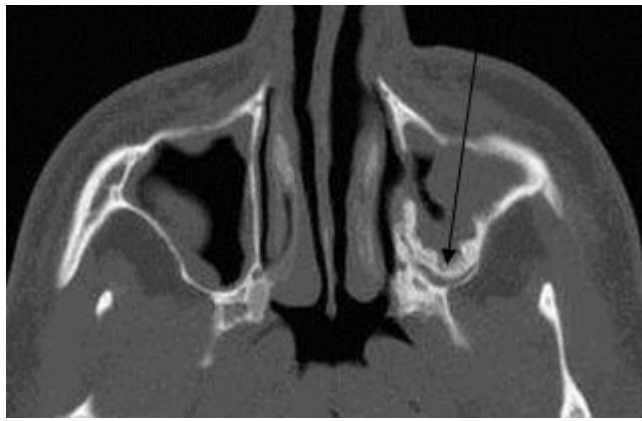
КТ околоносовых пазух, аксиальная реконструкция.
